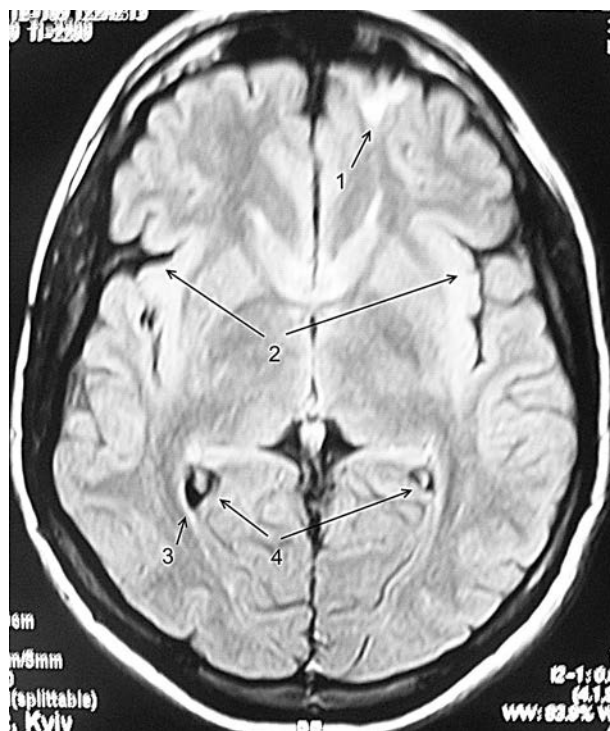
МРТ у режимі FLAIR в аксіальній проекції головного мозку пацієнтки з герпесвірусною мікст-нейроінфекцією та локальним ураженням переднього полюсу лобної частки (пояснення в тексті)
